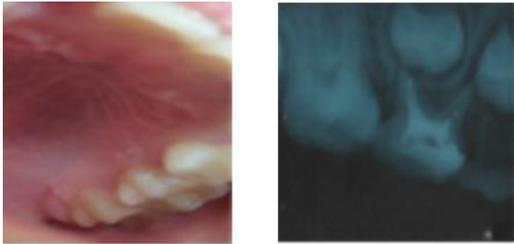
Foto klinis dan radiografi pasien
